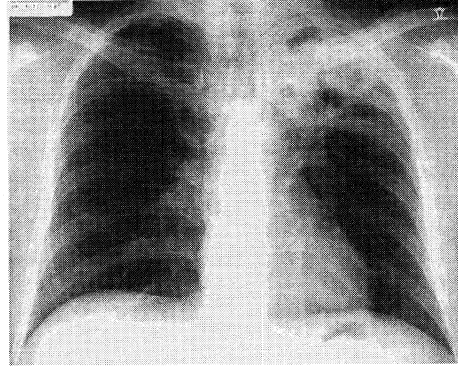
Chest radiograph showing left upper infiltration with cavity formation.
